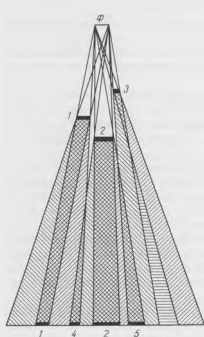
Образование рентгеновского изображения при множественных очагах.
